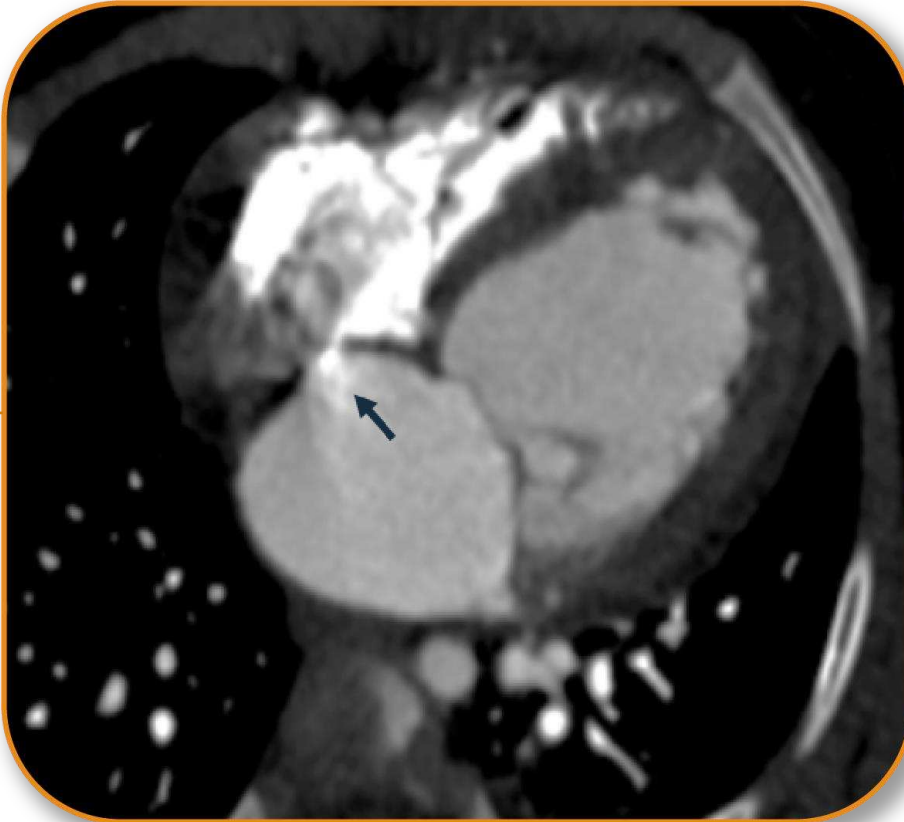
CIA tipo ostium secundum: TC cardíaca axial cuatro cámaras: defecto del tabique interauricular medio de 7.2 mm (flecha negra) en paciente masculino de 3 años de edad.
